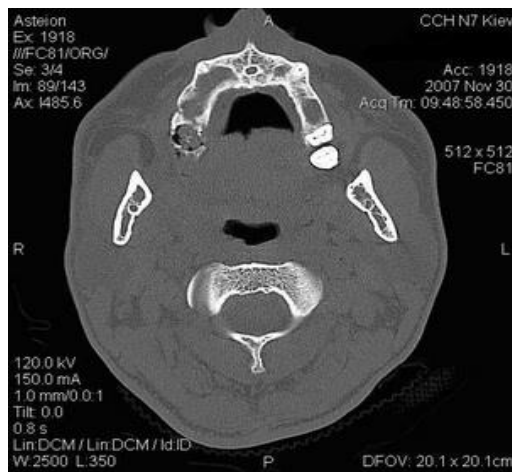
КТ хворого К., 39 р. з хронічним остеомієлітом верхньої щелепи.
